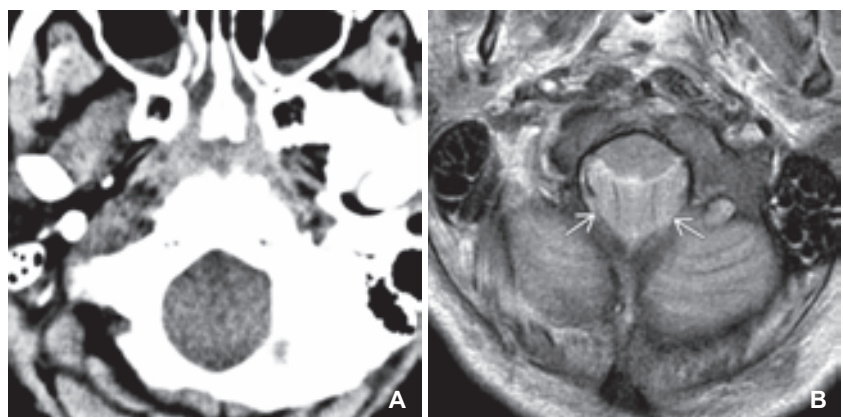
A) Die Nativ-CT eines Patienten mit tonsillärer Herniation zeigt lediglich die Obliteration des Liquorraums innerhalb des Foramen magnum. B) Die korrespondierende T2w zeigt, dass die Tonsillen (Pfeile) das Foramen magnum ausfüllen und die Medulla nach anterior verlagern.
